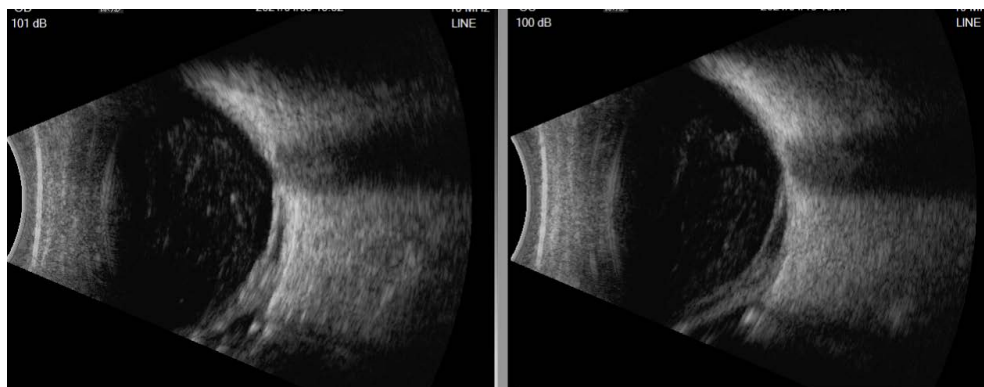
B ultrasound on April 13, 2021 (picture left); B ultrasound on April 20, 2021 (picture right)
